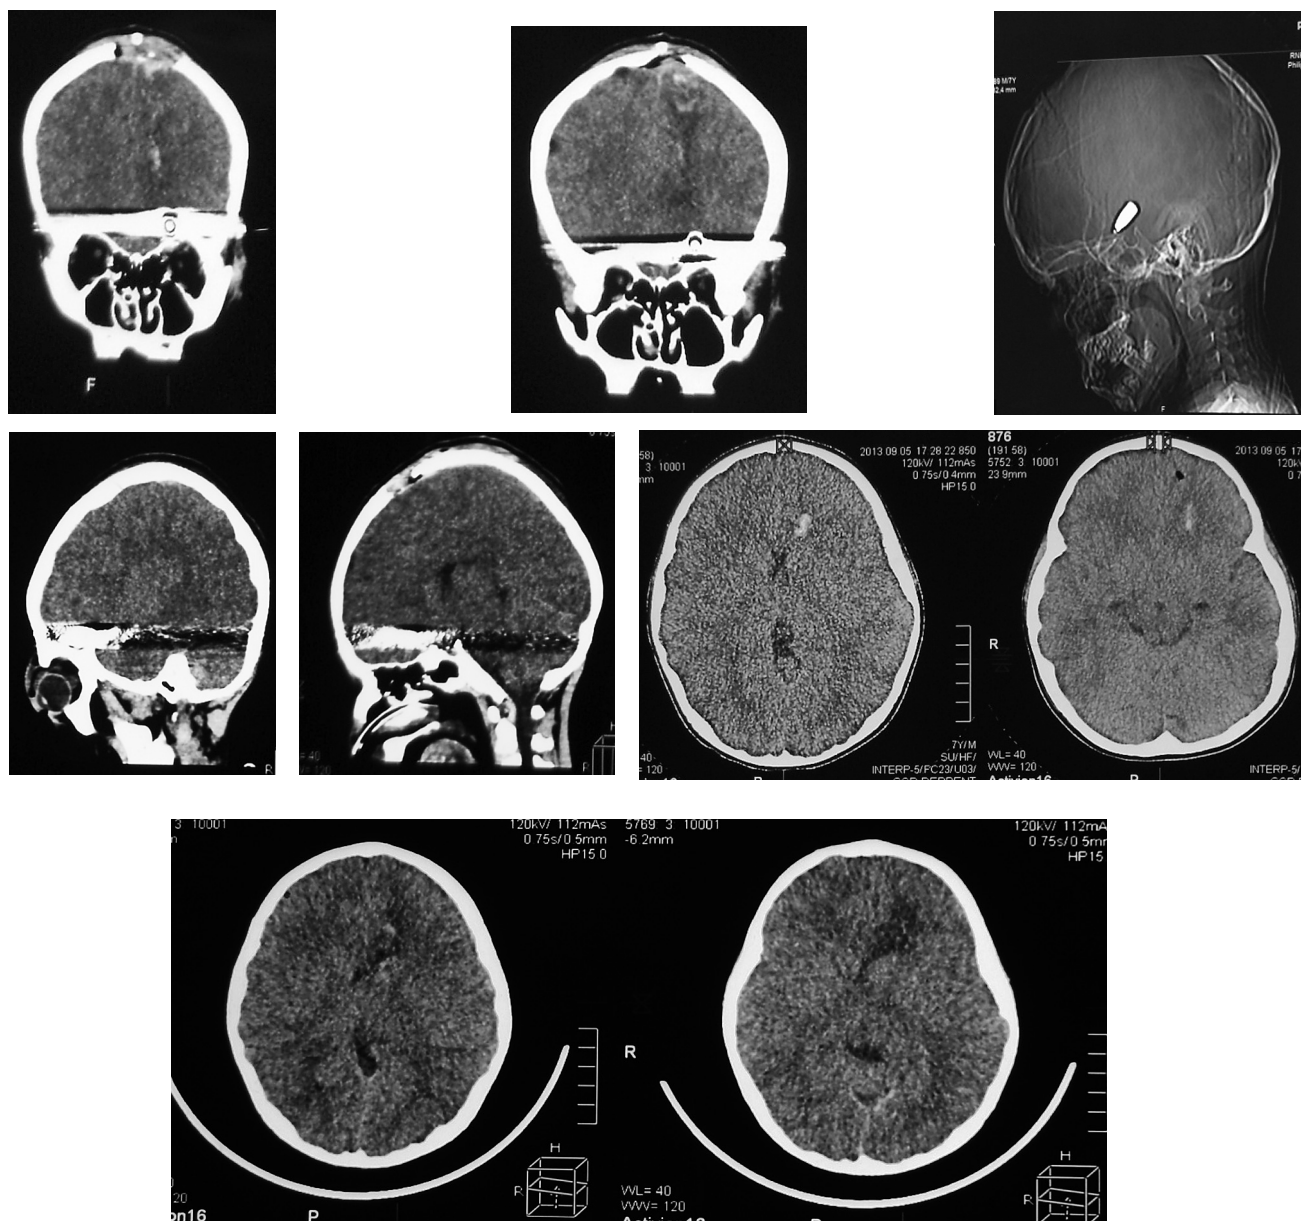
Brain CT-scanning verifying the position of the foreign body, wound channel trajectory and brain structures
